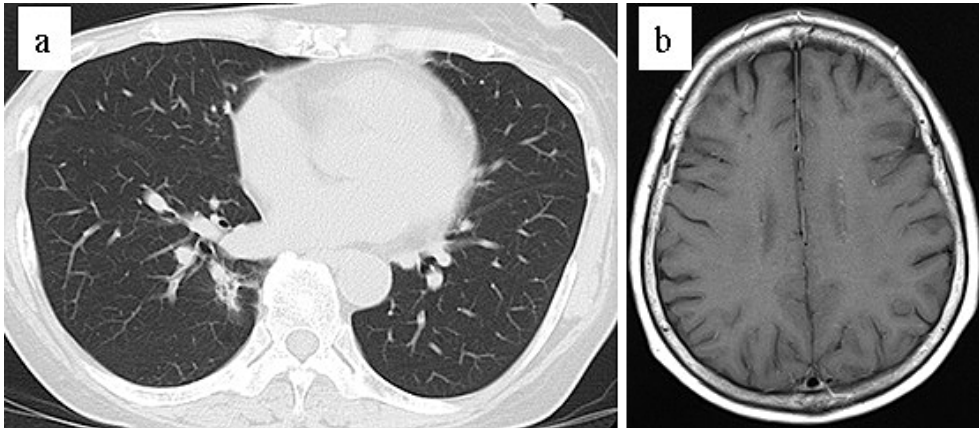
a. Approximately three months after starting erlotinib, CT revealed a decrease in the size of the right lower lobe pulmonary nodule. b. Approximately two months after starting erlotinib, contrast-enhanced MRI of the head showed a decrease in the size of the multiple brain metastases.
